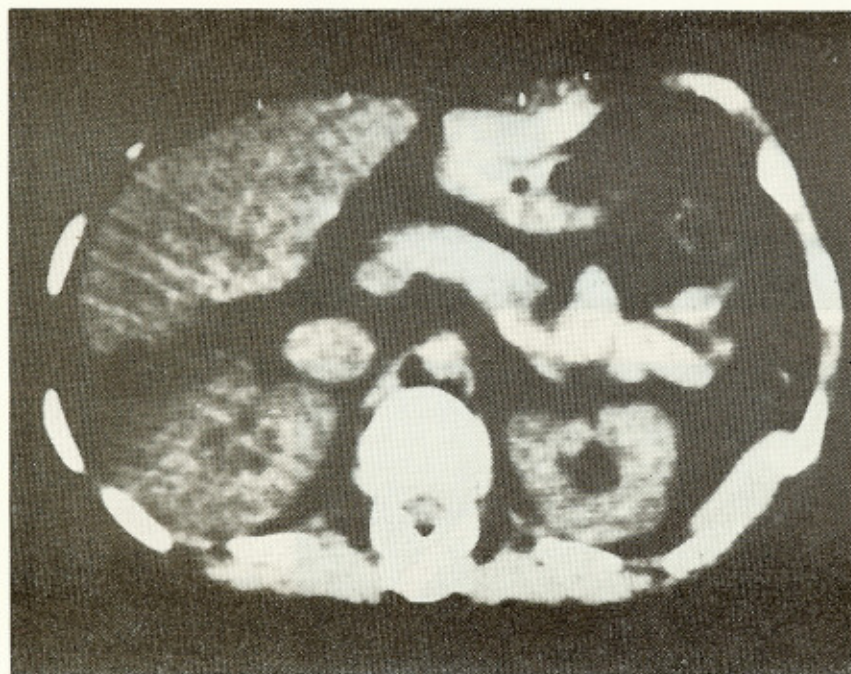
Tomografía axial computada de abdomen, tomada un año después de la última intervención quirúrgica por hidatidosis, en la que el hígado, brazo, páncreas y riñones presentan características normales.
